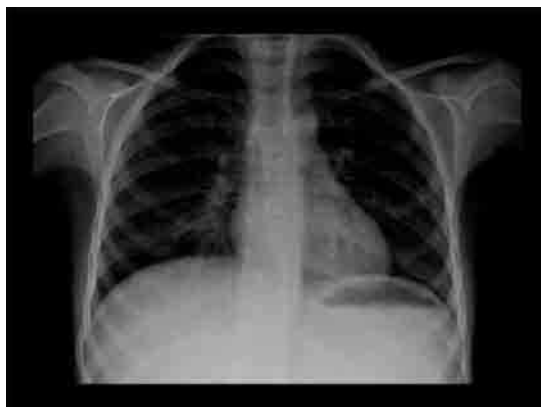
Radiografía de Tórax, en la que se observa un infiltrado intersticial difuso bilateral.
